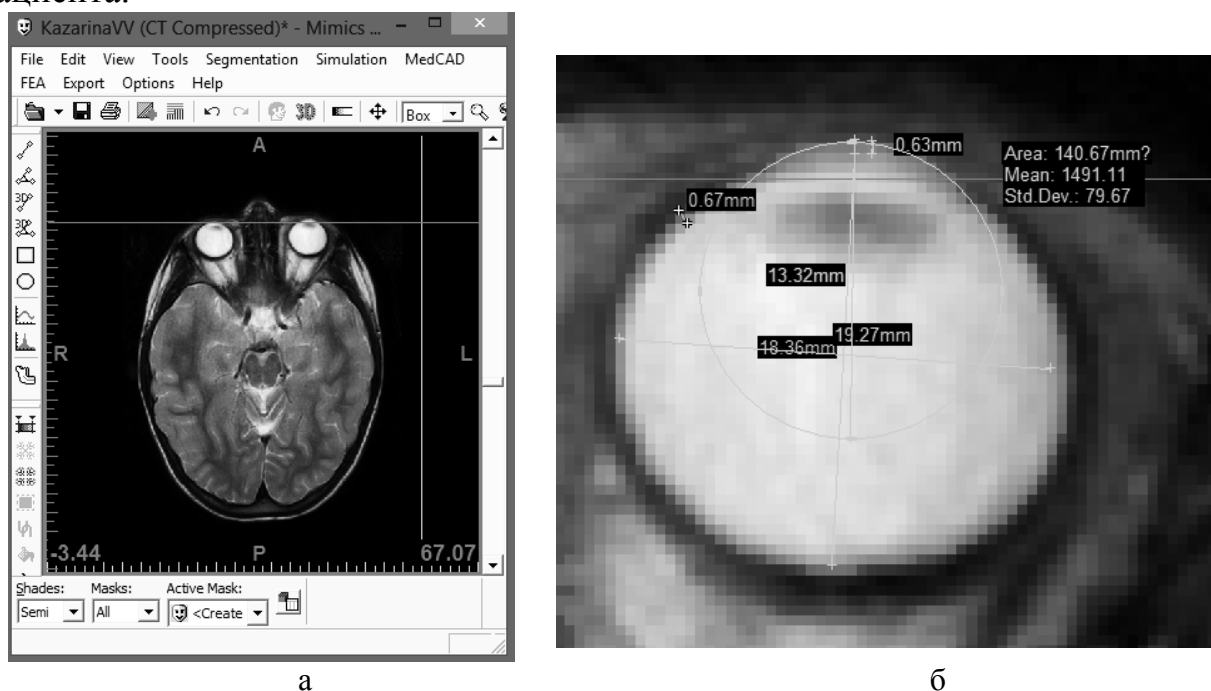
Срез МРТ головы (а) и геометрические параметры левого глаза пациента (б) в программе Mimics
